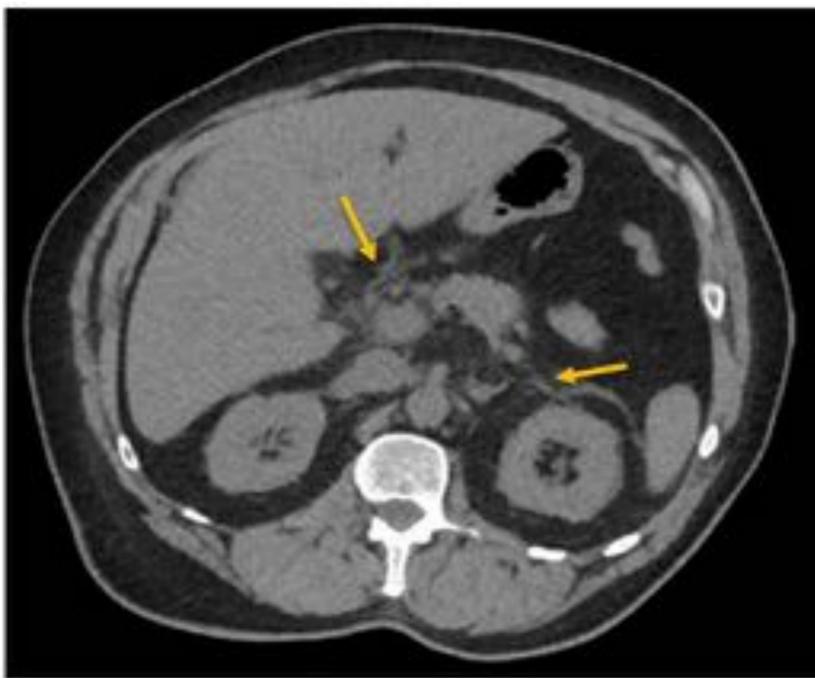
Corte axial de TC abdominal sin contraste: pequeña cantidad de líquido libre y estriación de la grasa retroperitoneal (flechas amarillas), sugestivos de pancreatitis aguda.
